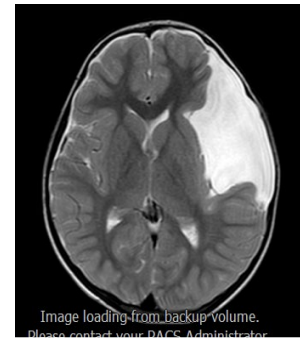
Şekil c: Preop MRG T1 sekans aksiyel kesit
